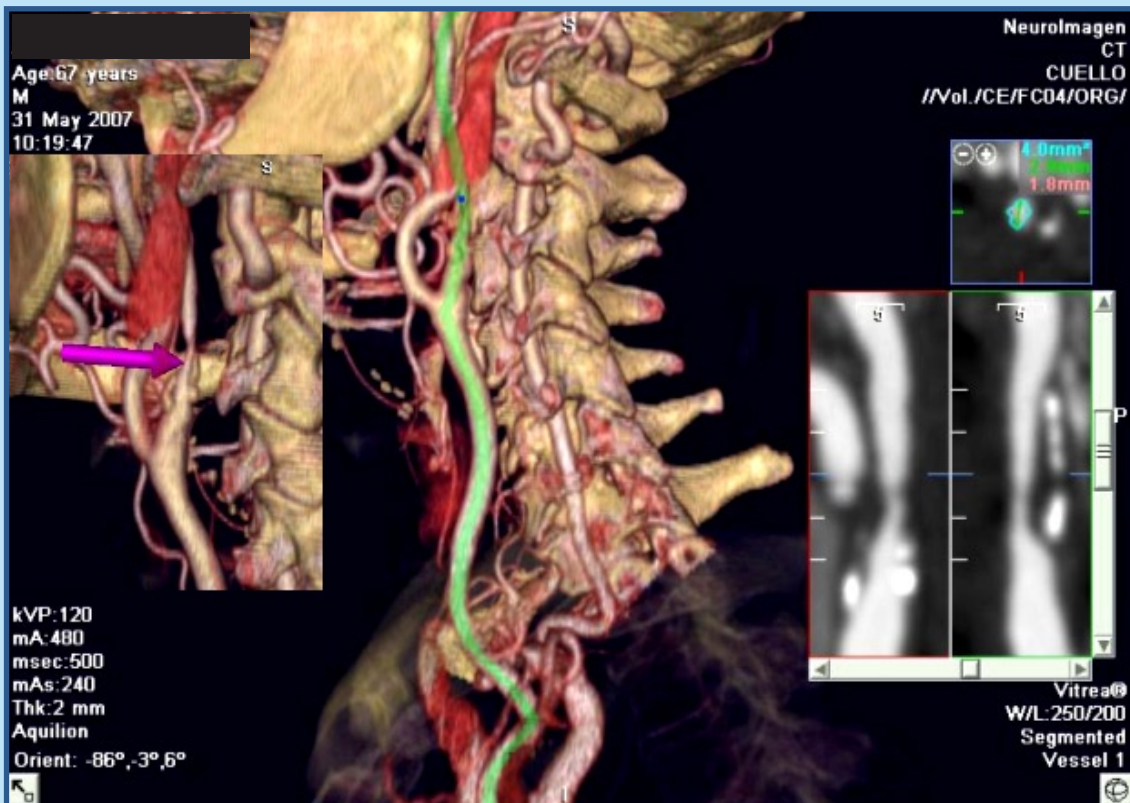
Angio TAC 64 detectores Arteria Carótida Izquierda
